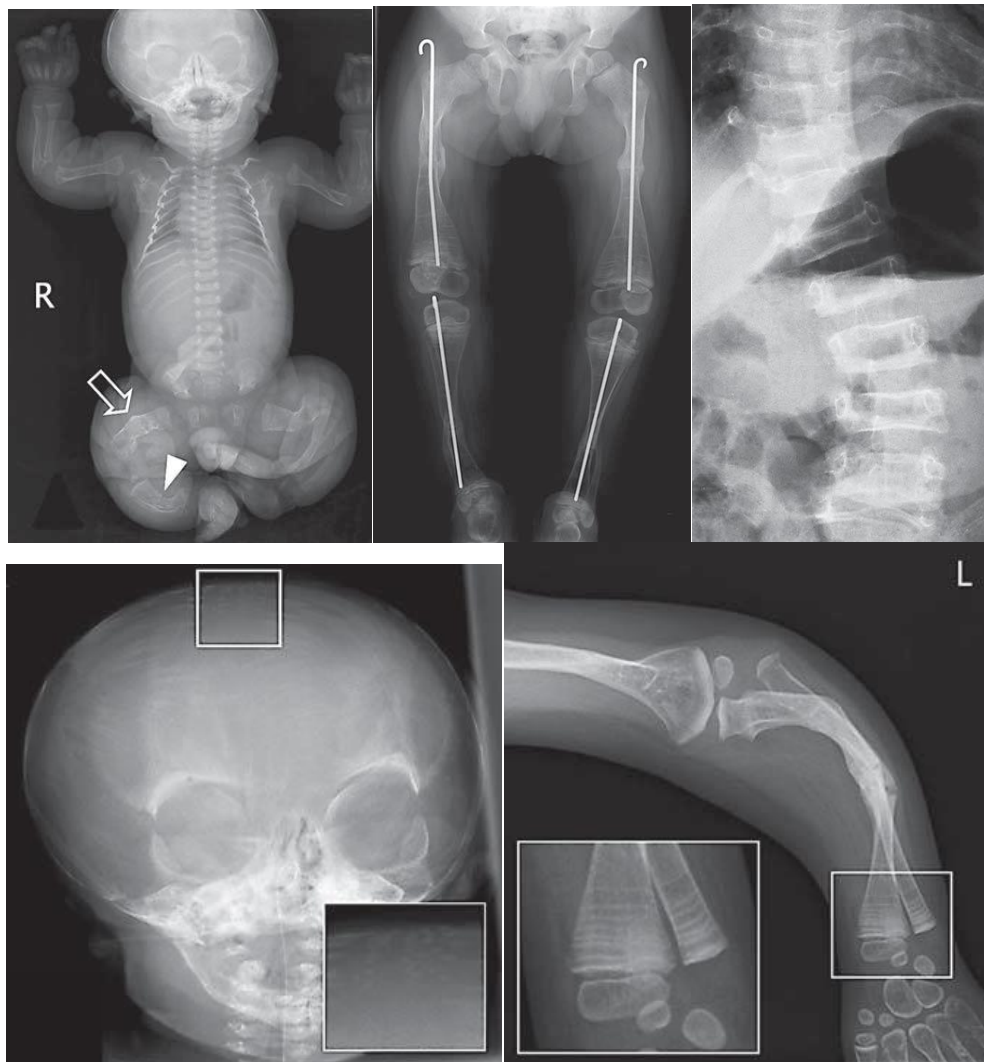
Radiografias de um paciente com OI tipo III.
